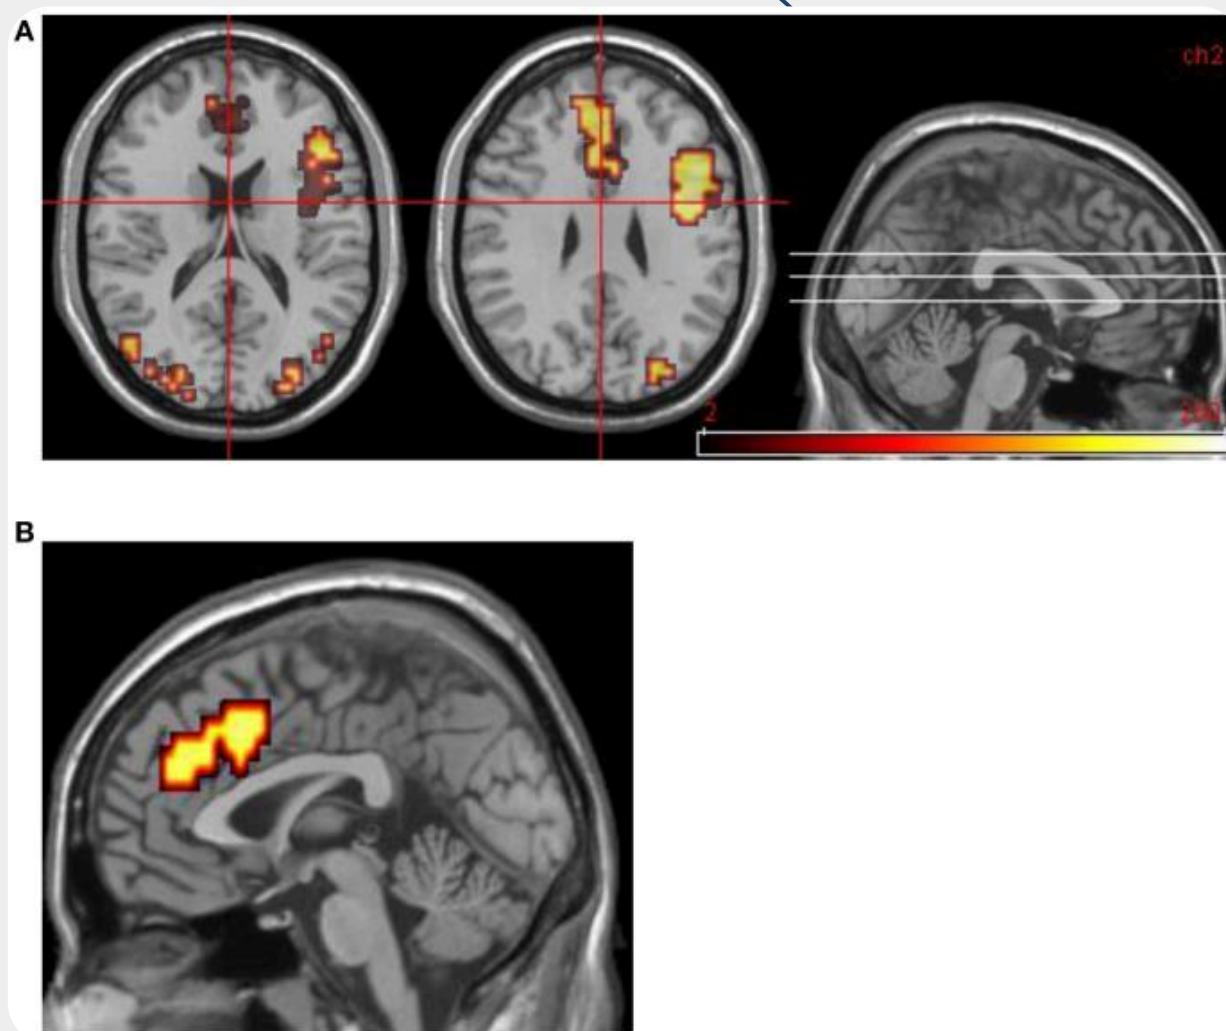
Функциональная МРТ головного мозга у пациентов с синдромом деперсонализации-дереализации [9].
